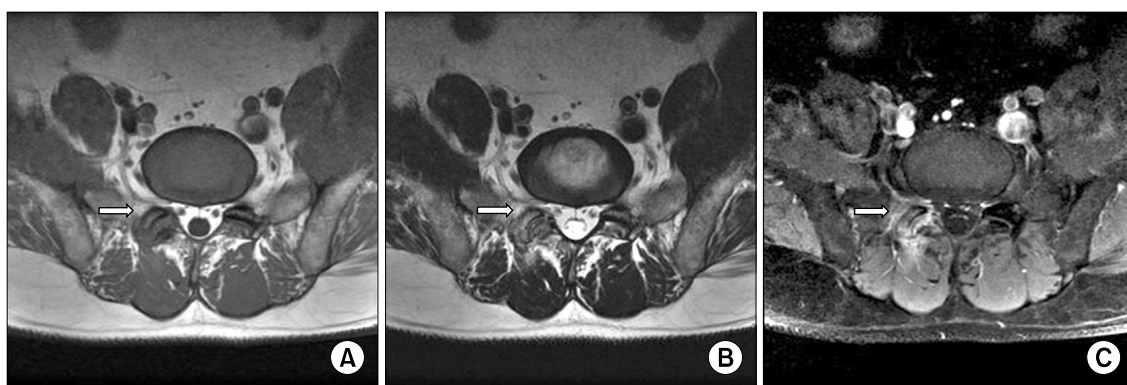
The T1-weighted MRI shows low signal intensity on the right L5-S1 facet joint, bone, and soft tissue (A). T2-weighted MRI shows intermediate to high signal intensity on the right L5-S1 facet joint, bone, and soft tissue (B). The gadolinium enhanced T1-weighted MRI shows heterogenous enhancement of the right L5-S1 facet joint, bone, and soft tissue (C).
